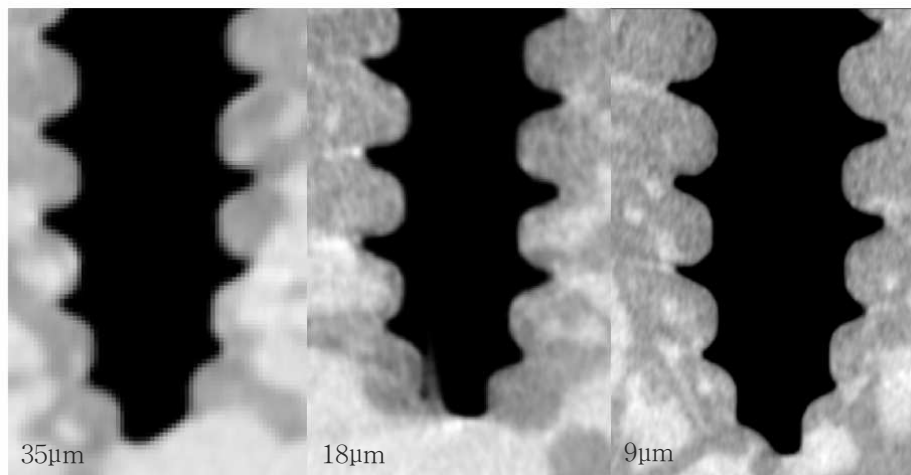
Comparison of micro-computed tomographic images with different resolutions.
